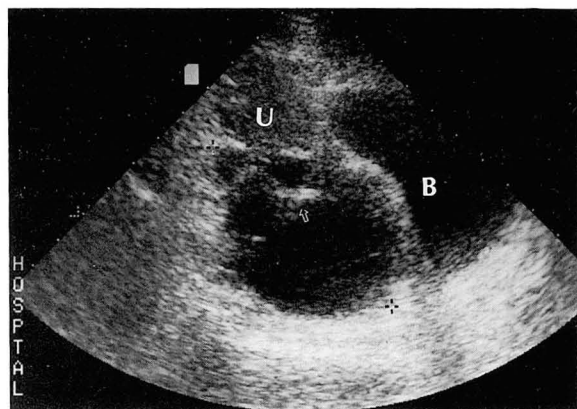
Follow-up sonogram 1 week after partial resection reveals the same nature of remained multi-locular cystic mass in the cul-de-sac, postero-superior to the urinary bladder (B).
